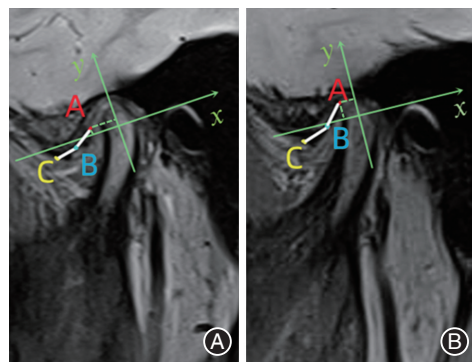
急性颞下颌关节盘不可复性前移位(ADDWoR)患者经手法复位联合 Twin-Block 咬合板治疗后恢复为 ADDWR 治疗前、后的磁共振成像(MRI)对比 A:治疗前闭口位MRI;B:治疗6个月后闭口位MRI。红色字母A为关节盘后带后缘中点,蓝色字母B为中间带的中点,黄色字母C为前带前缘中点。
